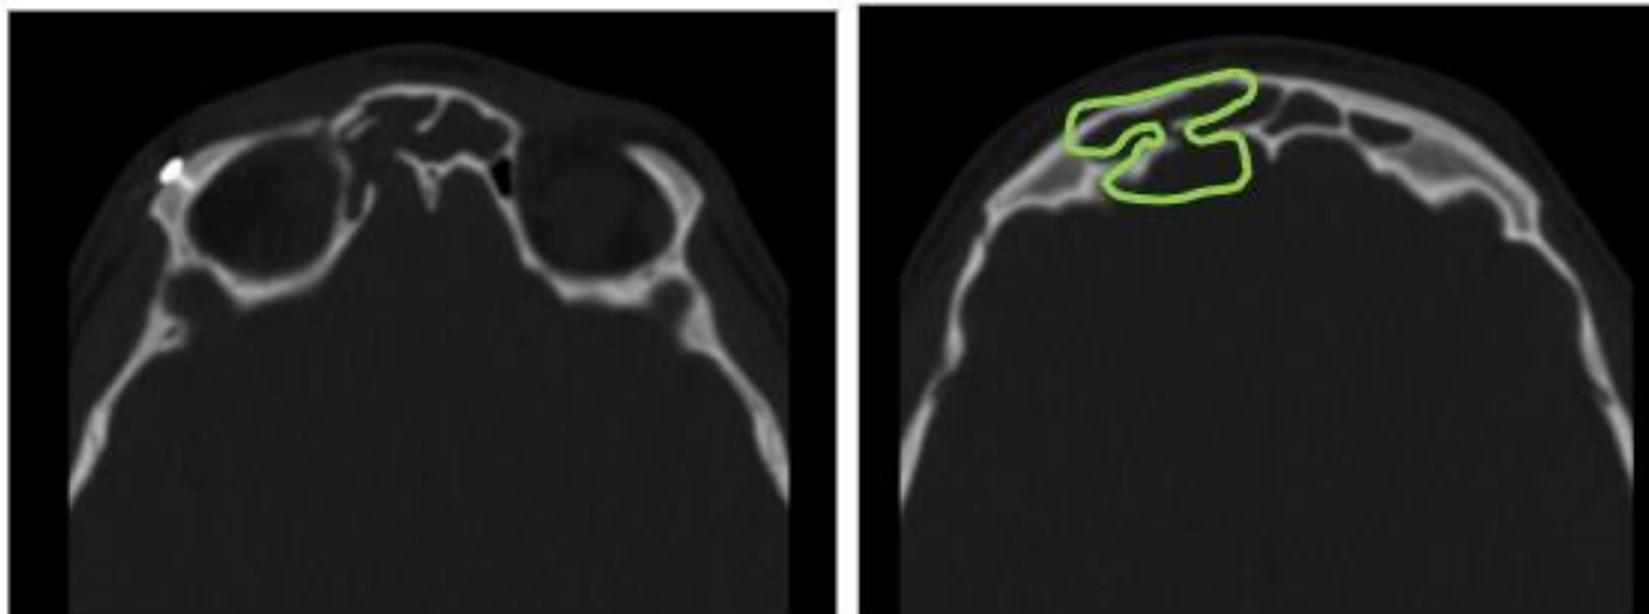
TC de senos paranasales. Fractura de celdillas etmoidales, lámina cribosa y pared posterior del seno frontal derecho, que confirma la presencia de fístula de LCR.
